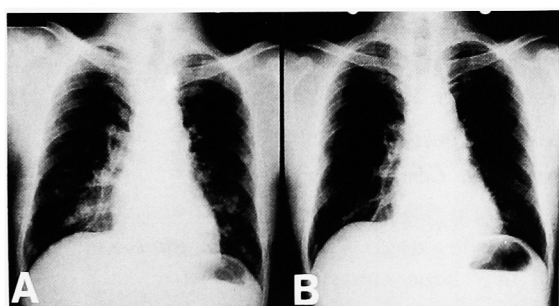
A. The chest X-ray at the start of the treatment with interferon-alpha showed multiple coin lesions. B. after 6 months of therapy
